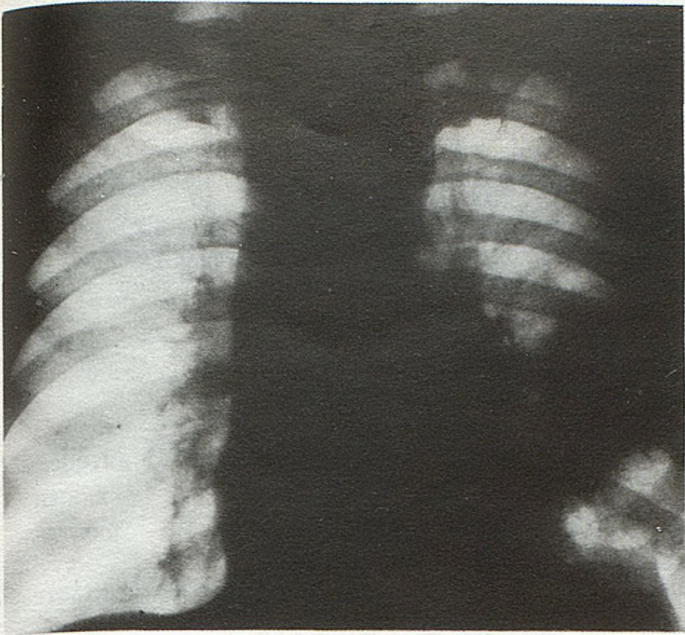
Рентгенограмма того же больного.
